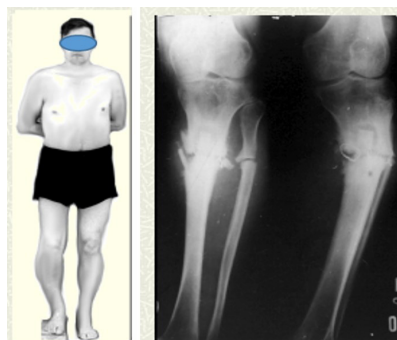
Фото больного Г. и его рентгенограмма до операции
